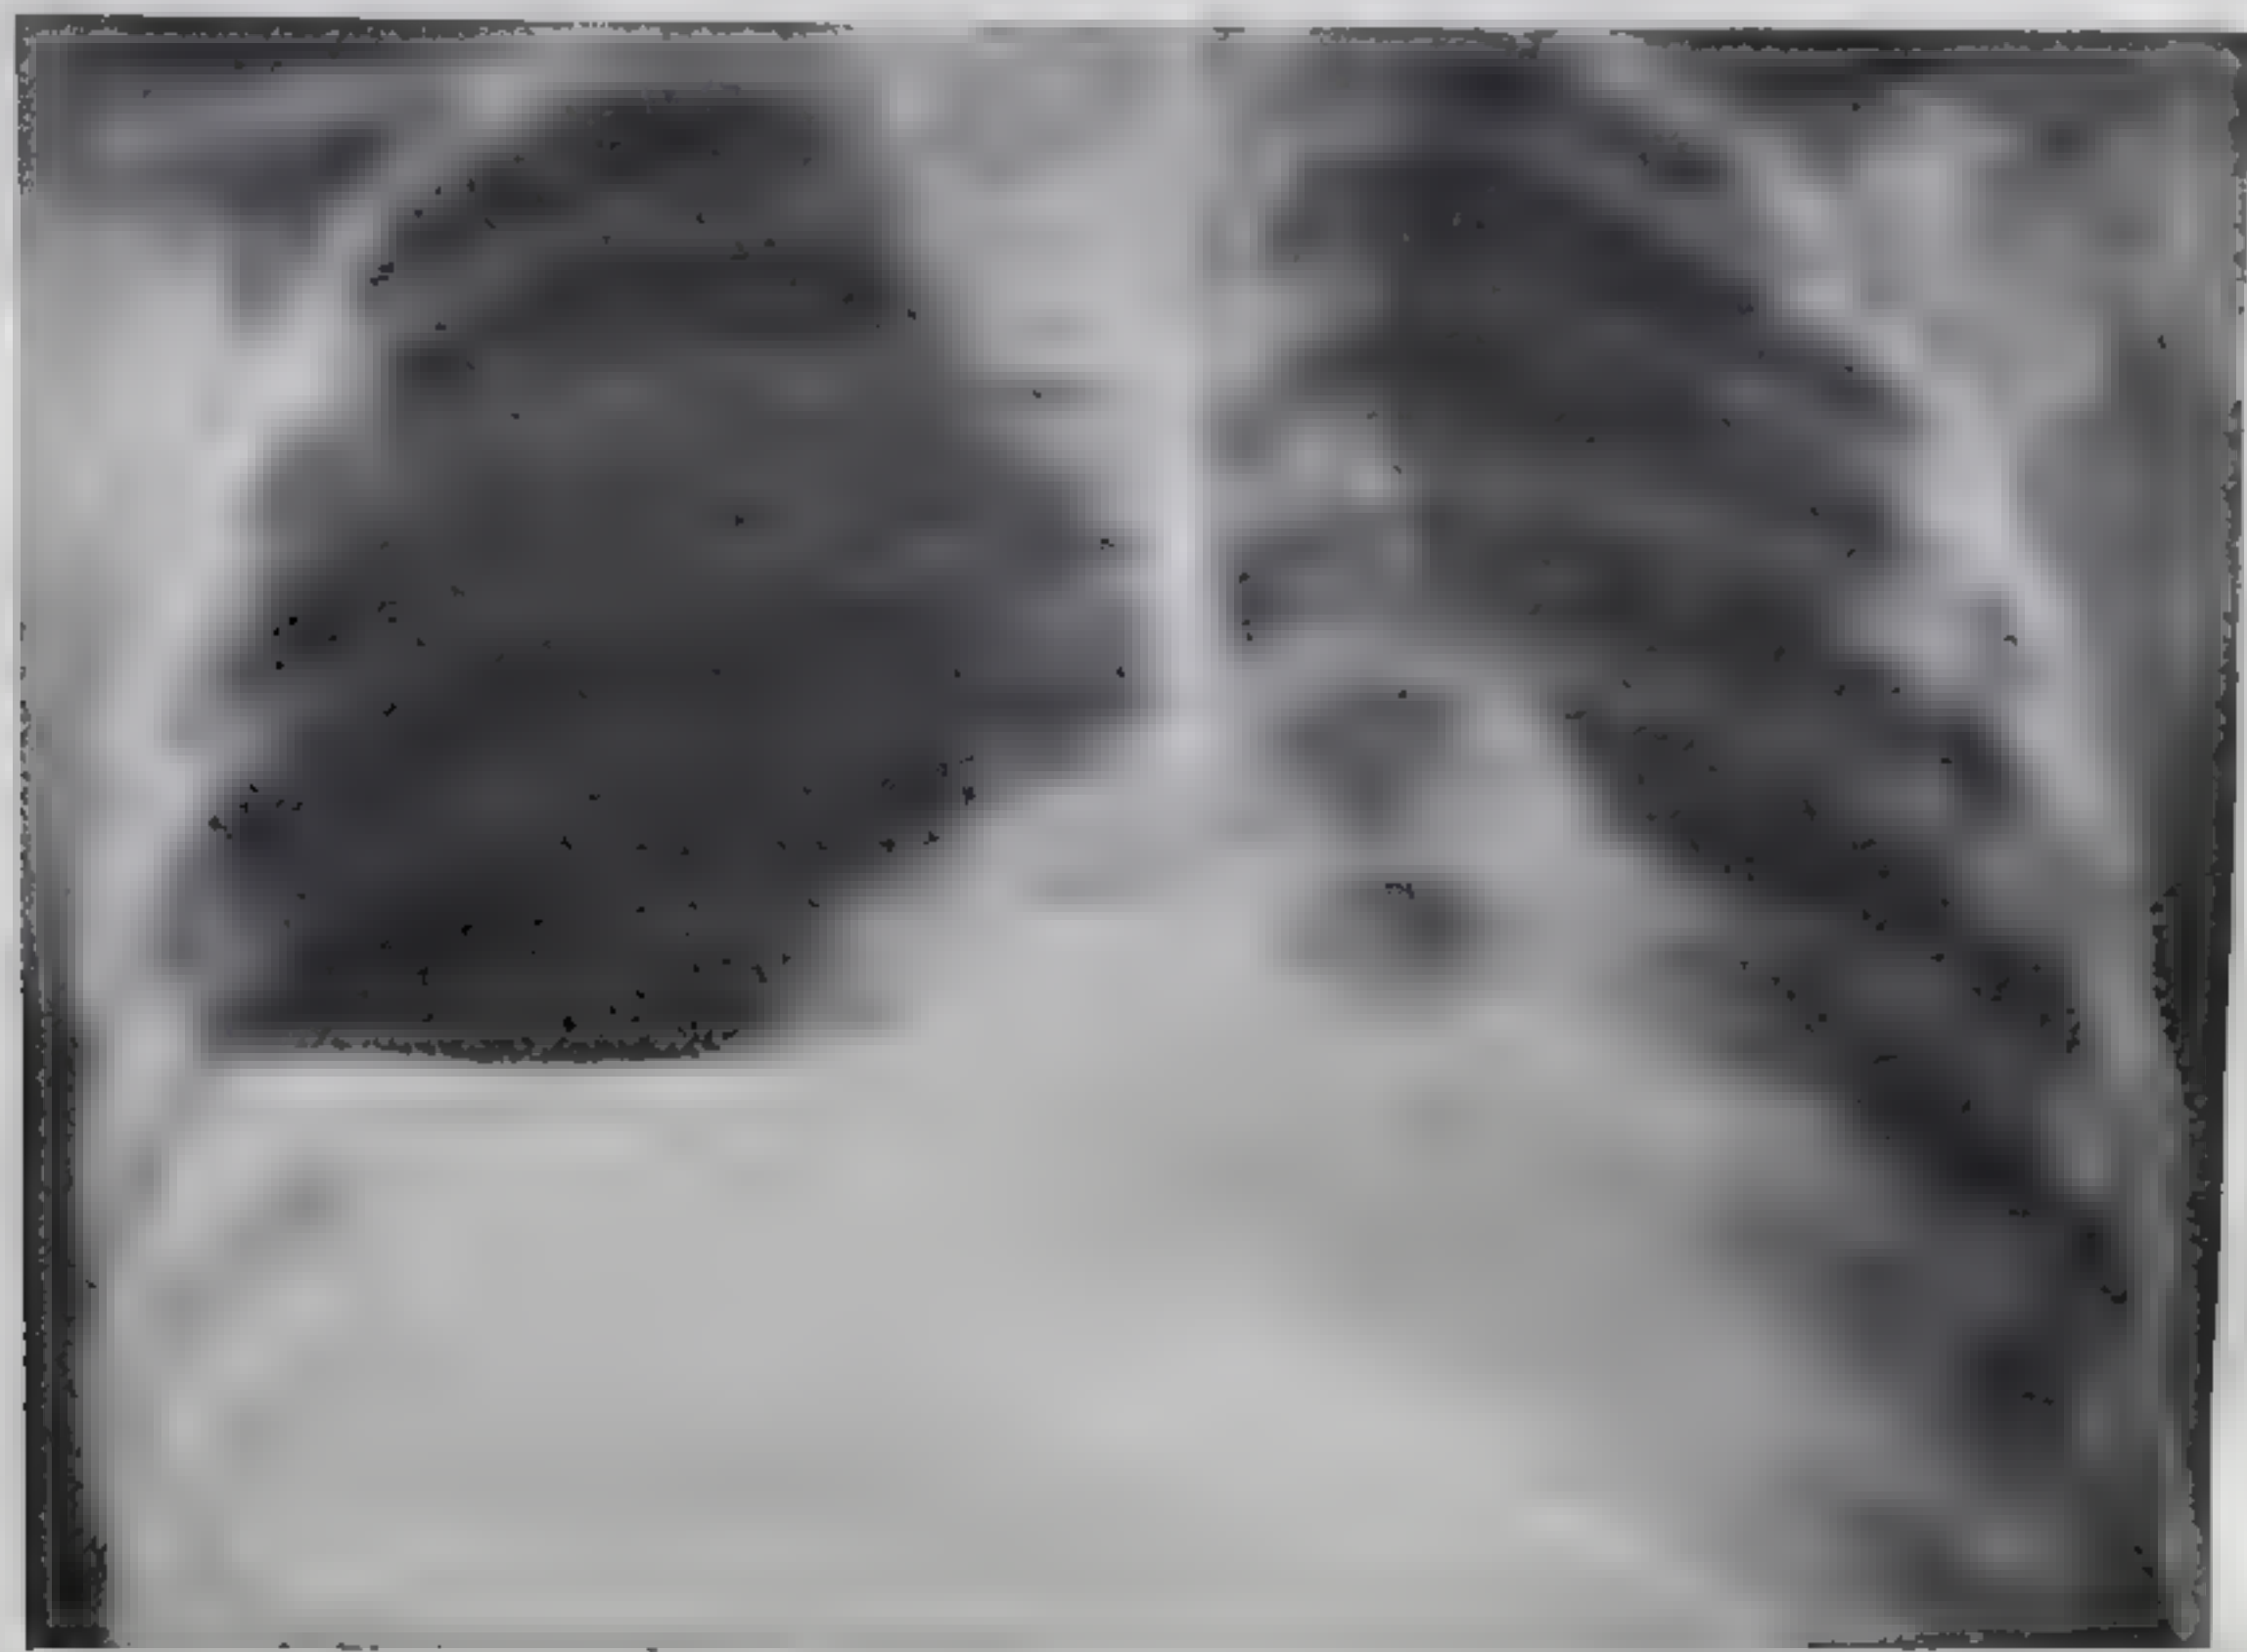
Правосторонний пиопневмоторакс (рентгенограмма в передне-задней проекции).
